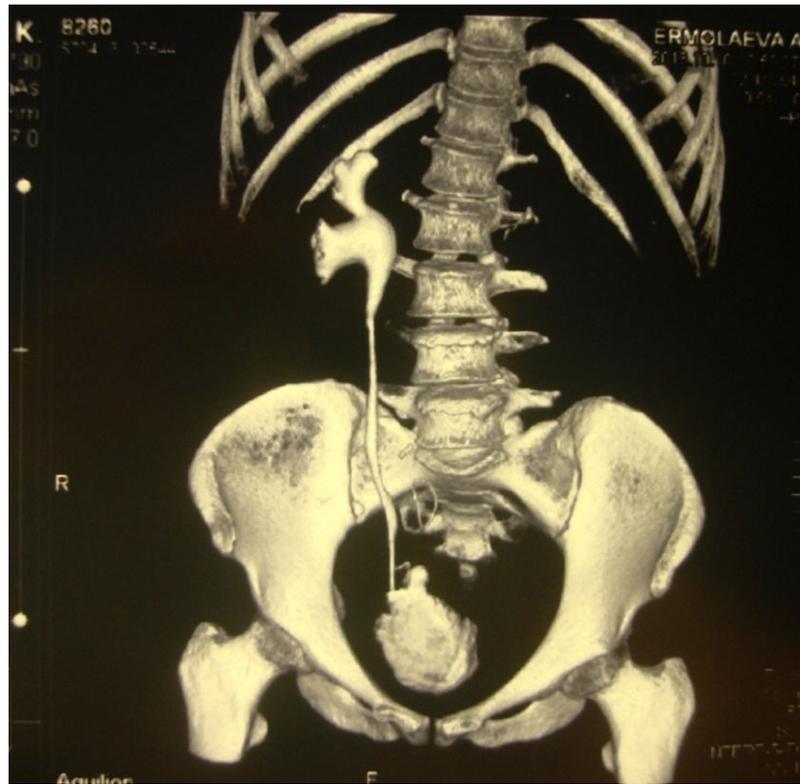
МСКТ МВС с контрастированием, 3D моделирование больной Е.
